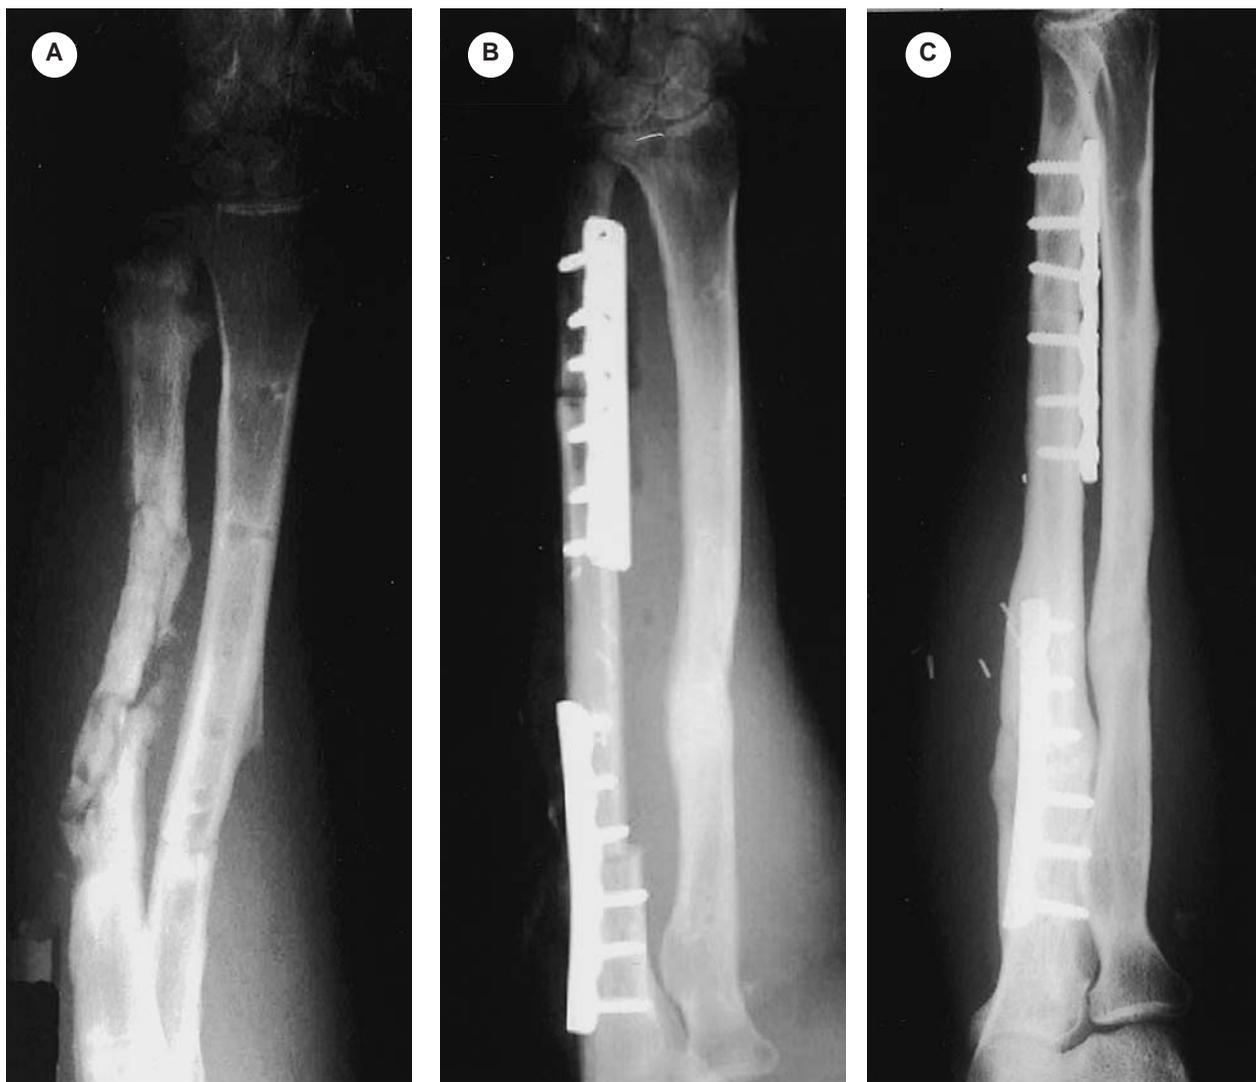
Caso clinico n. 3. A) Esiti di frattura del radio ed ulna esposta in pazienti con concomitante sindrome compartimentale trattata inizialmente in altra sede con mezzi di sintesi interni e successiva rimozione. B) Dopo bonifica del focolaio infettivo ulnare, la ricostruzione viene effettuata con perone vascolarizzato sintetizzato con placche. C) Controllo radiografico.*
